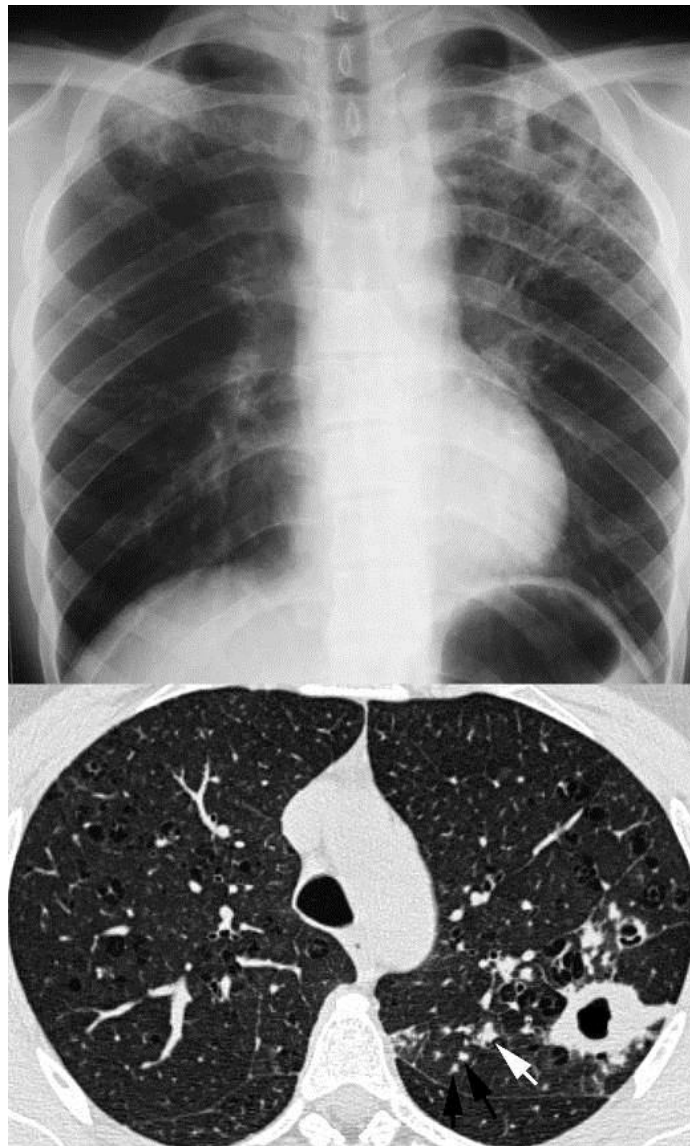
Tuberculose pulmonaire commune. Radiographie de thorax montrant des infiltrats lobaires supérieurs + caverne lobaire supérieure gauche. Scanner thoracique montrant des nodules (flèches noires), des nodules confluents (flèche blanche) et une caverne.
